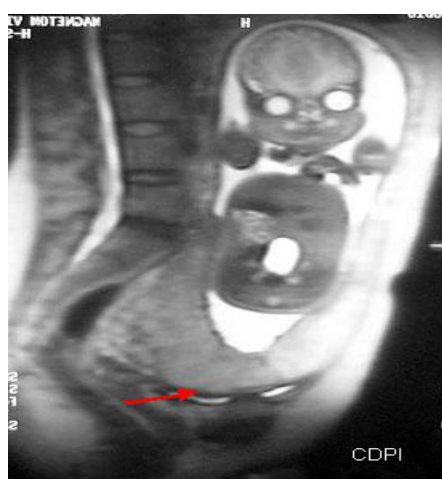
Sagittal T2-weighted shows placenta previa at 28 weeks gestation (arrow).
